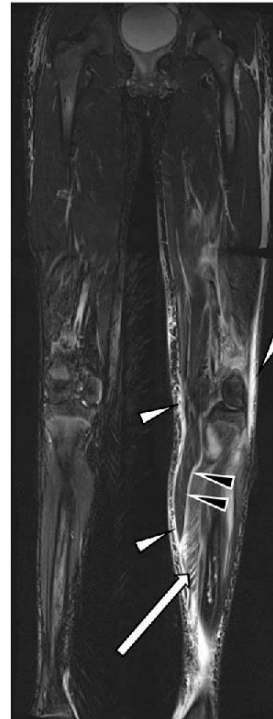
Patient 1 at 3 days after admission. Coronal contrast-enhanced MRI with TIRM sequence of the lower extremities. Indicative of myositis and fasciitis. Large arrow: feathered intramuscular enhancement. Small arrows: subcutaneous enhancement. Small black arrows: fascial enhancement. MRI = magnetic resonance imaging; TIRM = turbo-inversion recovery-magnitude.
